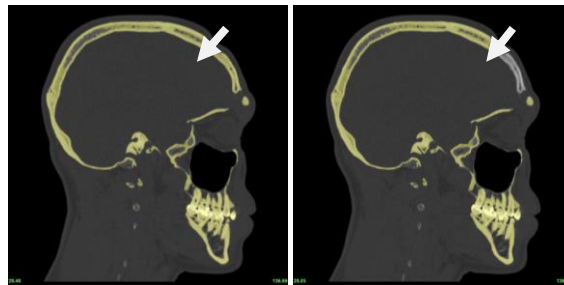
Сагиттальный срез КТ до и после виртуального удаления имплантата.
